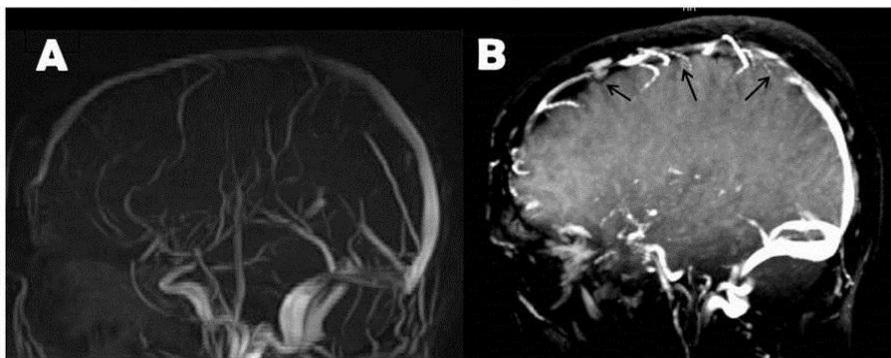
A. Angiorresonancia normal. B. Angiorresonancia venosa con gadolinio donde se observa trombosis del seno sagital superior (flechas).
